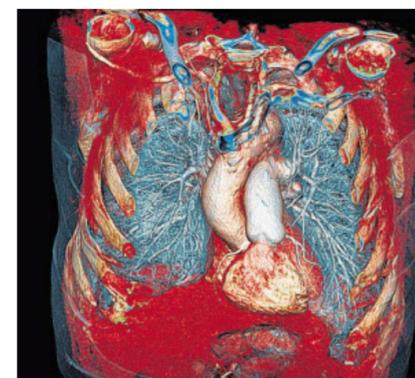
Das 256-Schichten-FLASH-CT ermöglicht es, kleinste und sich bewegende Strukturen wie die Herzkranzgefäße in einem dreidimensionalen Datensatz einzufrieren (linkes Bild). Dieser Datensatz kann anschließend von den Ärzten mittels hochspezialisierter Computertechnik analysiert werden. Die detaillierte und zuverlässige Darstellung der Herzkranzarterien (rechtes Bild) war bisher nur mit dem Herzkatheter möglich.
